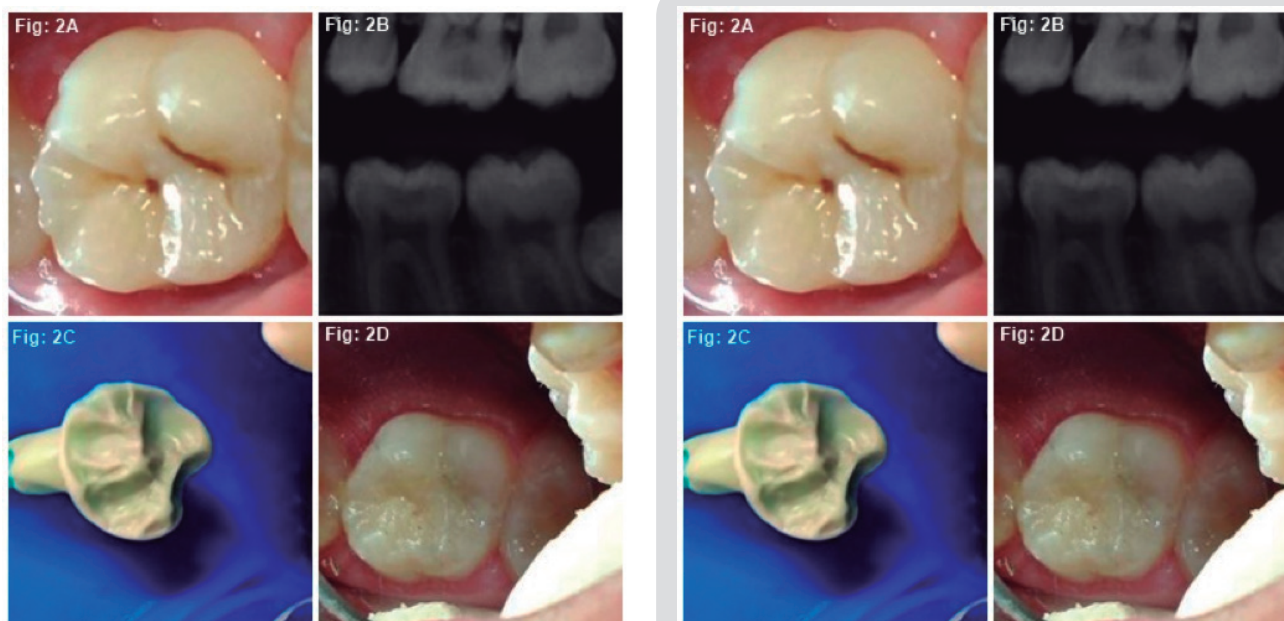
Aspecto inicial del diente 26; 2B) Radiografía interproximal; 2C) Visión interna de la matriz de silicona por reacción de condensación; 2D) Diente 26 finalizado
